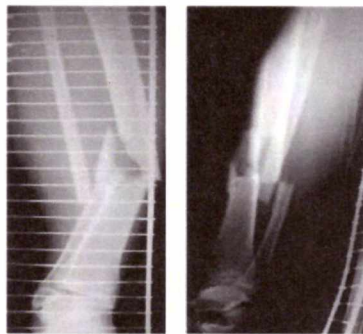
Рентгенограммы костей правой голени при поступлении в прямой и боковой проекциях
